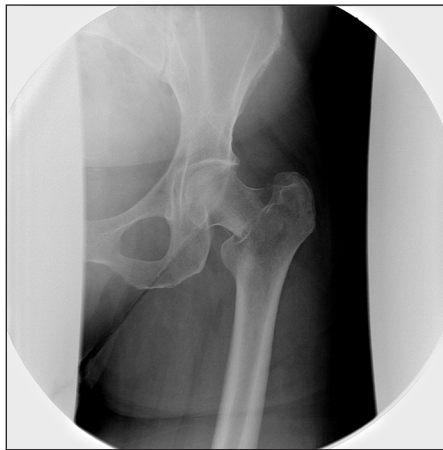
Radiographie réalisée au service des urgences et montrant la fracture transcervicale
